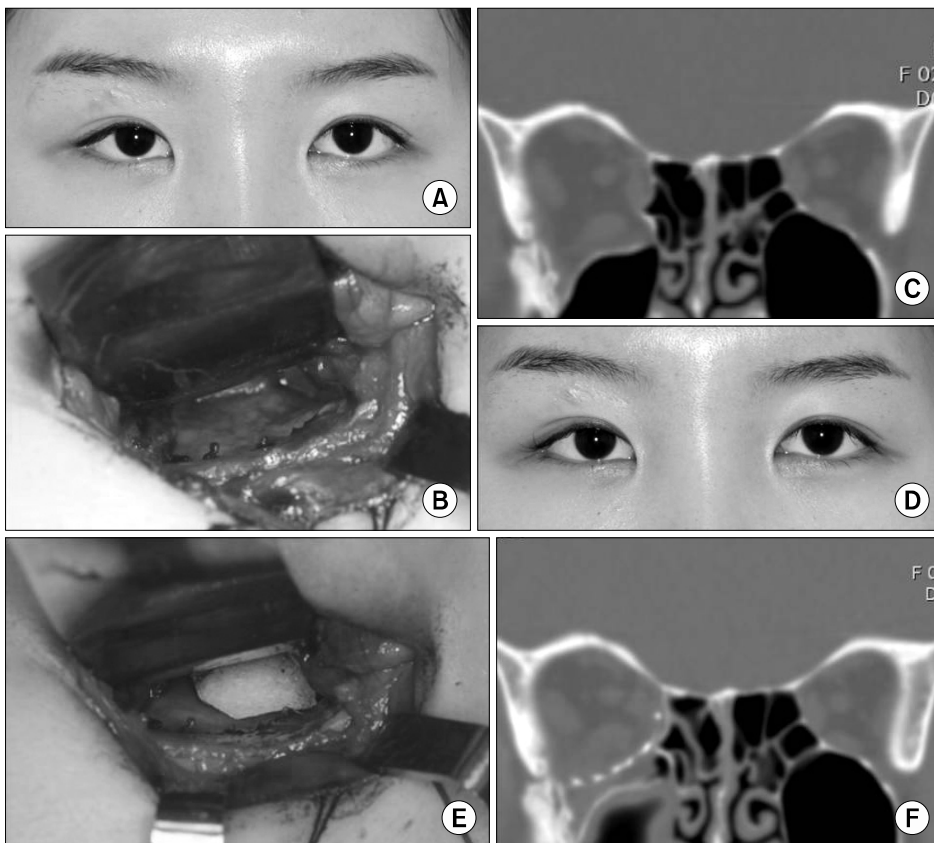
Pre- and postoperative finding in case 2. (A) Preoperative photograph. (B) Intraoperative finding. Note the depression of postero-mesial bulge area. (C) Coronal view of preoperative computed tomography (CT). (D) Postoperative photograph. (E) Insertion of porous polyethylene block. (F) Coronal view of postoperative CT.
